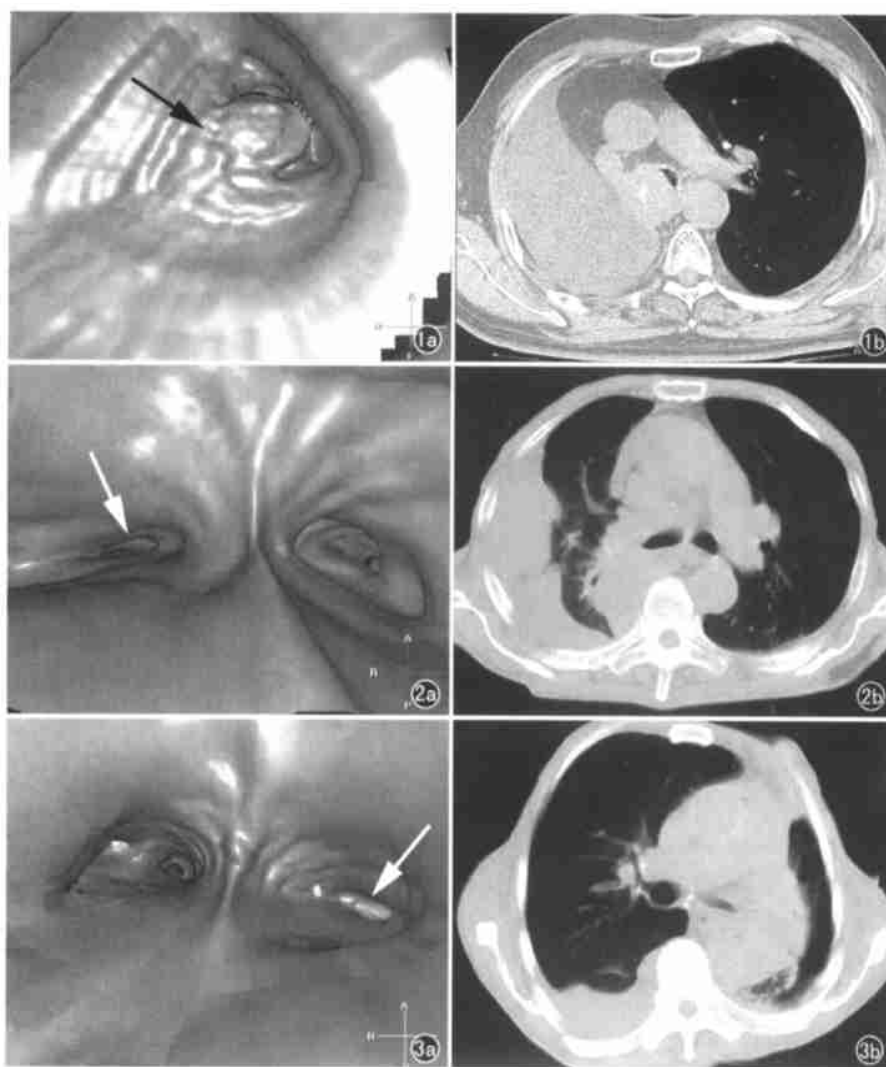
气管癌。a) CTVB:气管内见肿块影(箭),表面呈“菜花”状,突入管腔内,部分阻塞气管;b) 相对应CT片。图2 右上叶肺癌。a) CTVB:肿瘤起自右肺上叶支气管,管腔呈明显环形狭窄(箭),支气管环变平、消失;b) 相对应CT片。图3 左肺上叶肺癌。a) CTVB:左肺上叶支气管远端闭塞(箭);b) 相对应CT片。
